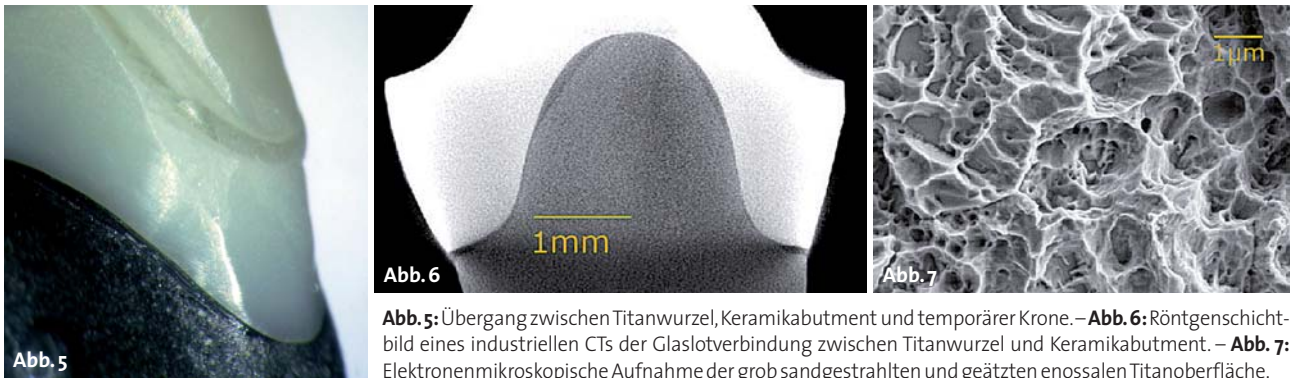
Übergang zwischen Titanwurzel, Keramikabutment und temporärer Krone. – Abb. 6: Röntgenschnittbild eines industriellen CTs der Glaslotverbindung zwischen Titanwurzel und Keramikabutment. – Abb. 7: Elektronenmikroskopische Aufnahme der grob sandgestrahlten und geätzten enossalen Titanoberfläche.
